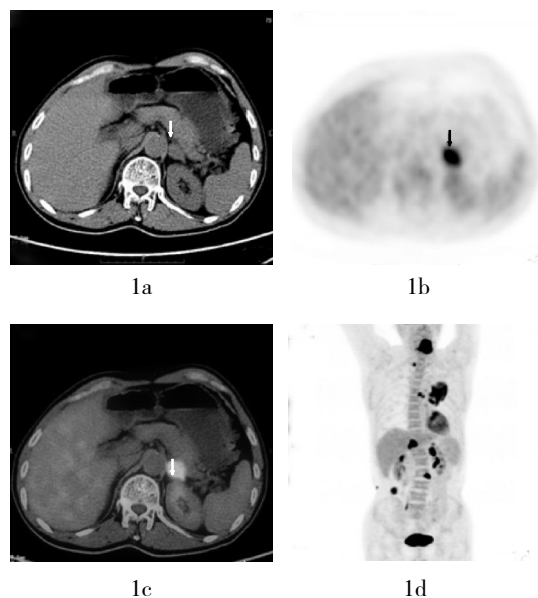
肾上腺转移癌患者的PET-CT图像 患者男性,64岁,原发肿瘤为肺癌。图1a:左侧肾上腺结节样增大的CT图像;图1b:左侧肾上腺病灶¹⁸F-FDG代谢明显增高的PET图像;图1c:肾上腺PET-CT融合图像,箭头示病灶;图1d:全身PET图像,示肺癌伴全身多处转移灶。
